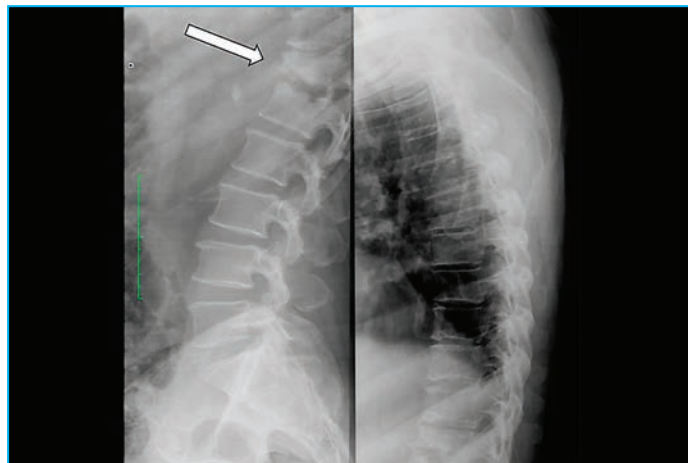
Рентгенограмма грудного отдела позвоночника. Определяются признаки остеохондроза. Нижний край Th12 и верхний край L1 с участками деструкции (указано стрелкой). Значительно снижена высота тела Th12 позвонка
